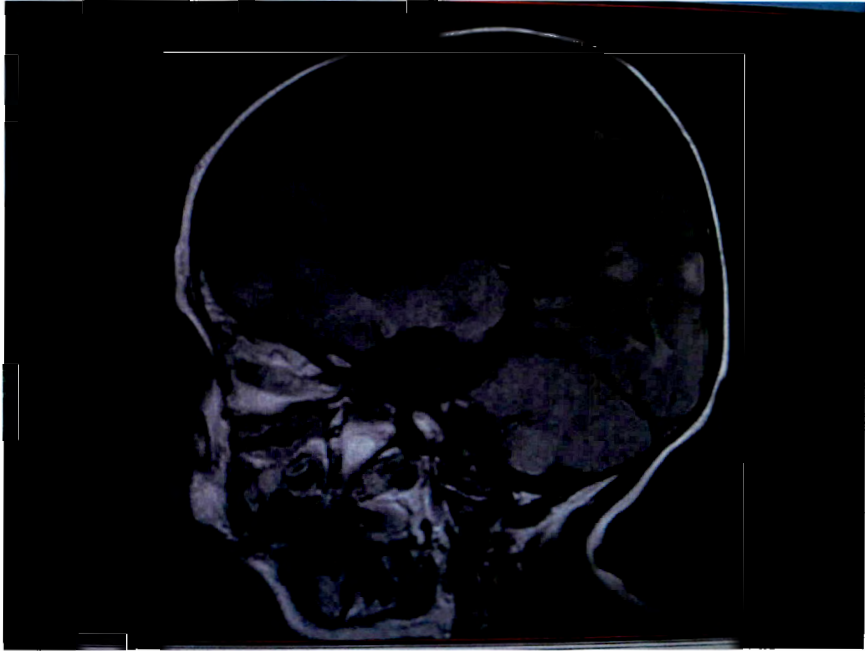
Resonancia Magnética cerebral con evidencia de lesiones intracraneales
